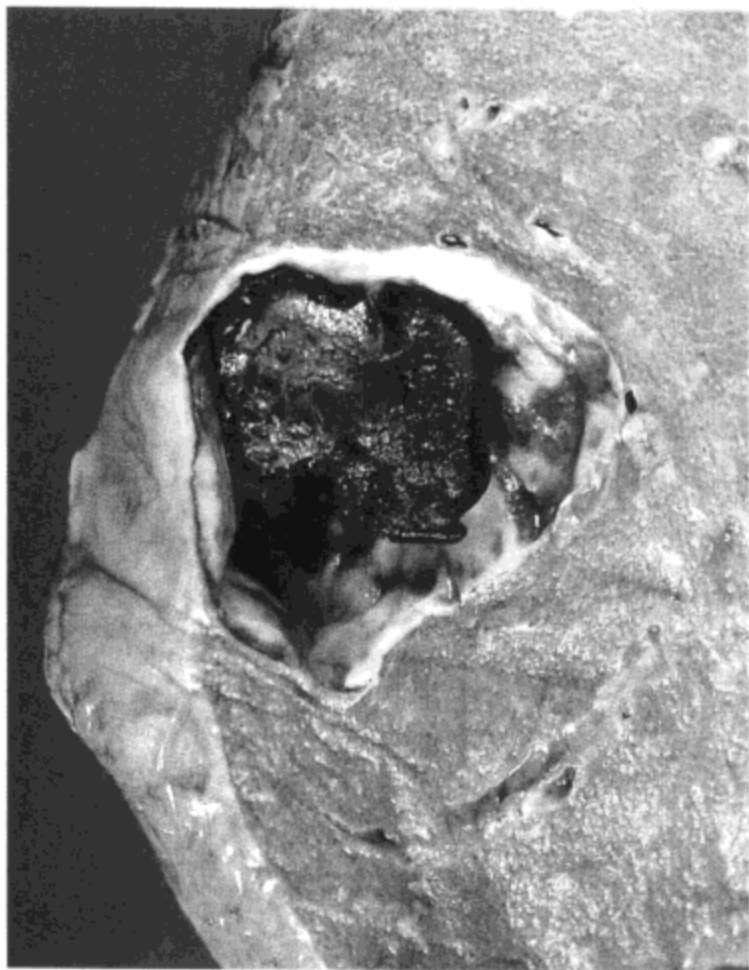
肺动静脉畸形。左下肺标本矢状切面的放大像示一含有血块，边界清楚的囊性结构。“囊”的内壁含丰富的弹力纤维，表现为珍珠白色。组织学检查示壁的结构同时有动脉与静脉的特征。其他的切层可见略扩张的血管进入与离开病灶。多数畸形位于肺的中三分之一。有时可见供血动脉与引流静脉。然而，许多病例X线胸片仅表现为边界不清的阴影，扭曲的管状影，或突出的血管纹理（28,29）。
